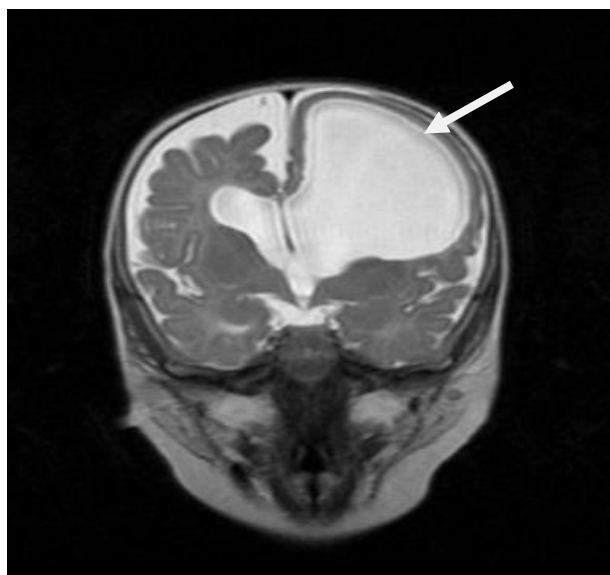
Пациент С., СВ 12 месяцев. По данным МРТ головного мозга (фронтальная проекция, режим T1) выявлена порэнцефалическая киста левого полушария, расширение субарахноидального пространства справа.
